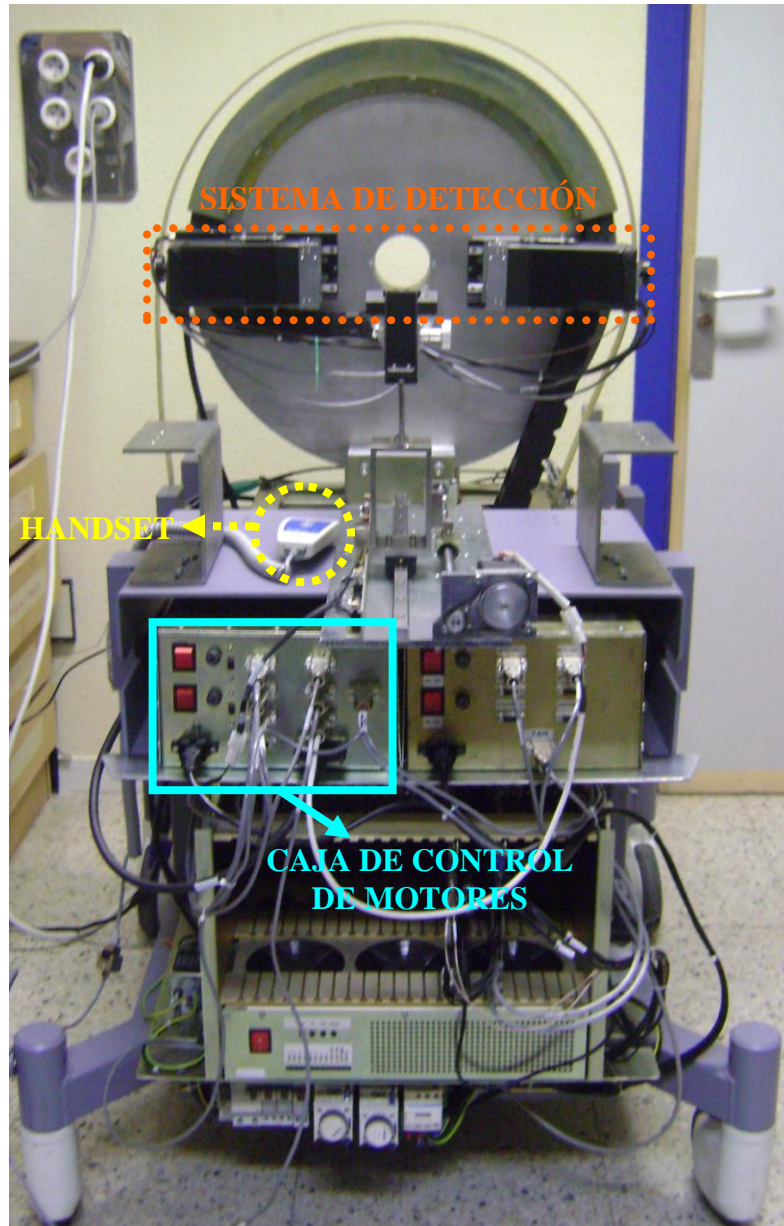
Vista frontal del sistema completo del tomógrafo FSPECT.
